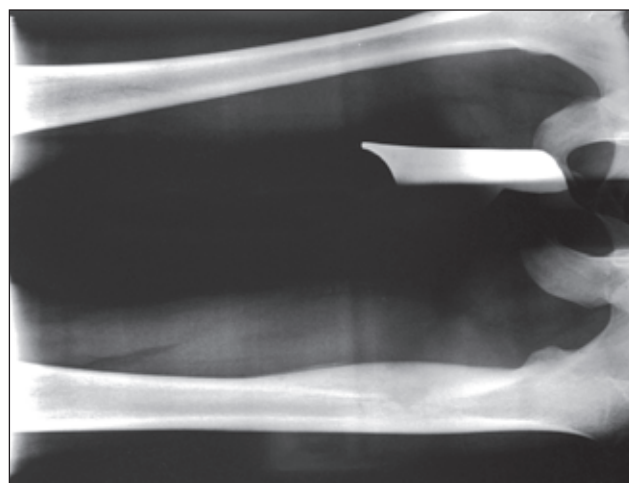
Рентгенография бедренных костей пациента Ш. до оперативного лечения
